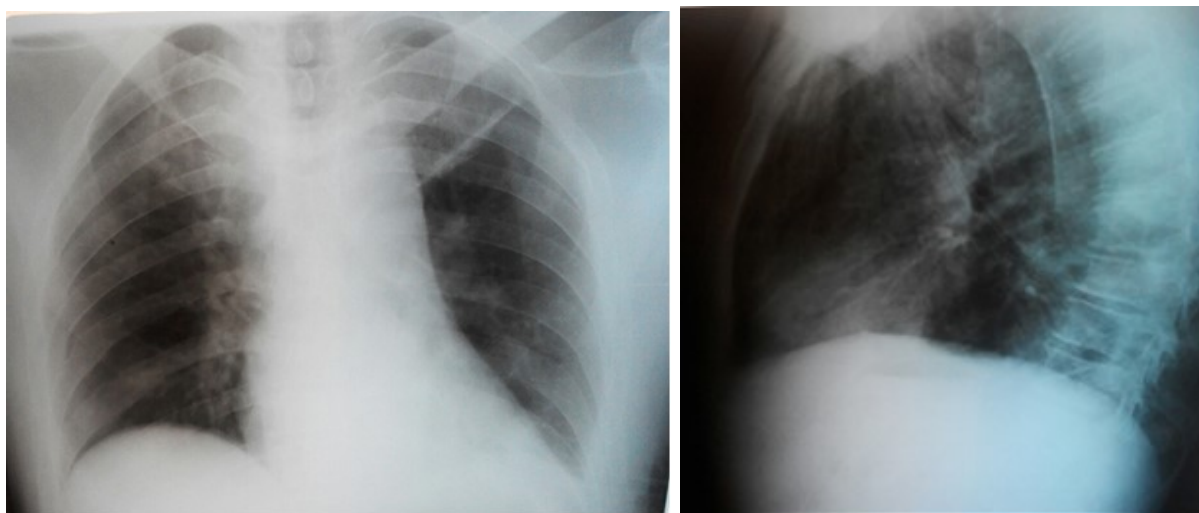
15. Рентгенограми грудної клітки травмованого перед випискою із стаціонару на 11-й день після ВТС операції (фронтальний знімок; плевральні синуси повністю вільні від патологічного вмісту)
